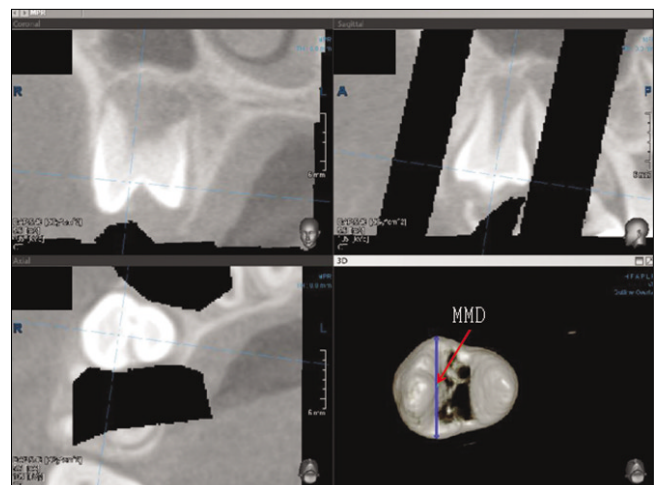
CBCT measurement. The unerupted teeth of the 3D image was reoriented to parallel to the axis of the teeth. Then, the "Measure Distance" tool in the software was used to measure the maximum mesiodistal dimension(MMD) from the 3D image, with measurements recorded to the nearest 0.1 mm.
